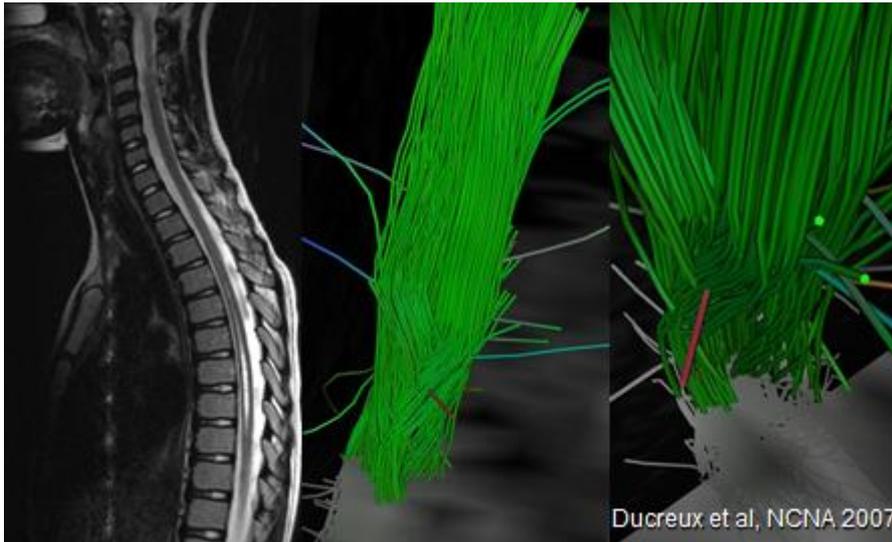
Fente intramédullaire. IRM en séquence T2 sagittale et tracking de fibres. Interruption des fibres sur le tracking.
